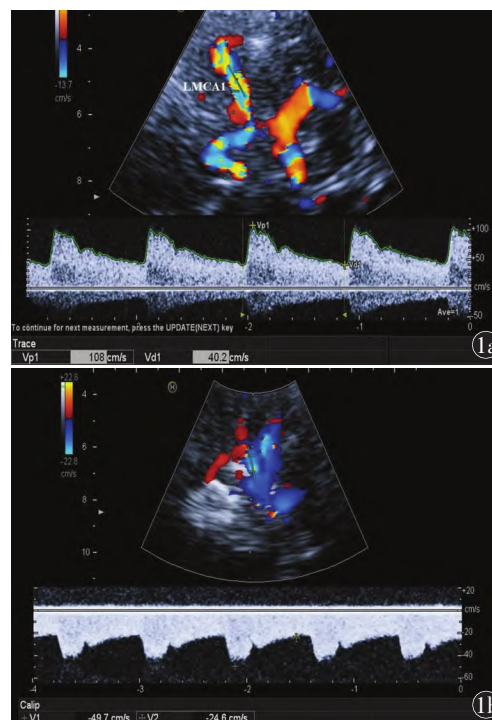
经颅彩色多普勒超声检测颅内动脉的彩色多普勒血流成像及血流动力学参数 1a 上部分为颅底动脉彩色多普勒血流成像,显示了左侧大脑中动脉、双侧大脑前动脉 A1 段、左侧后交通动脉、左侧大脑后动脉 P1 段和 P2 段[LMCA1 为左侧大脑中动脉主干,朝向探头,正向(红色)血流];下部分为 LMCA1 多普勒血流频谱与血流动力学参数检测结果,峰值流速(Vp1)为 108.0 cm/s,舒张期末流速(Vd1)为 40.2 cm/s;1b 上部分为椎-基底动脉彩色多普勒血流成像[背离探头,负向(蓝色)血流],下部分为左侧椎动脉多普勒血流频谱与血流动力学参数检测结果,峰值流速(V1)为 49.7 cm/s,舒张期末流速(V2)为 24.6 cm/s
